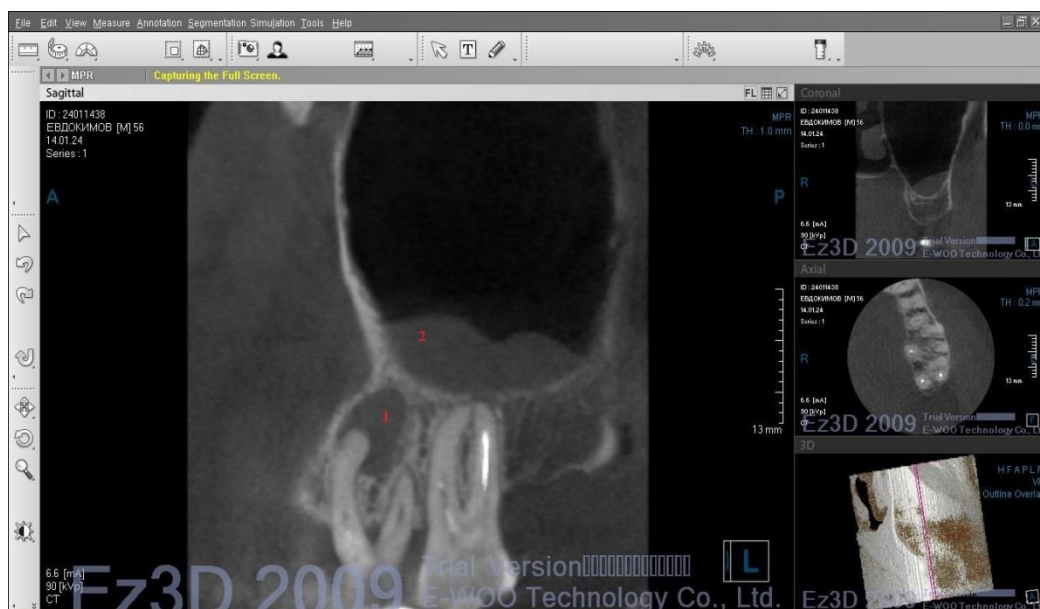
Комп'ютерна конусно-променева томографія:
